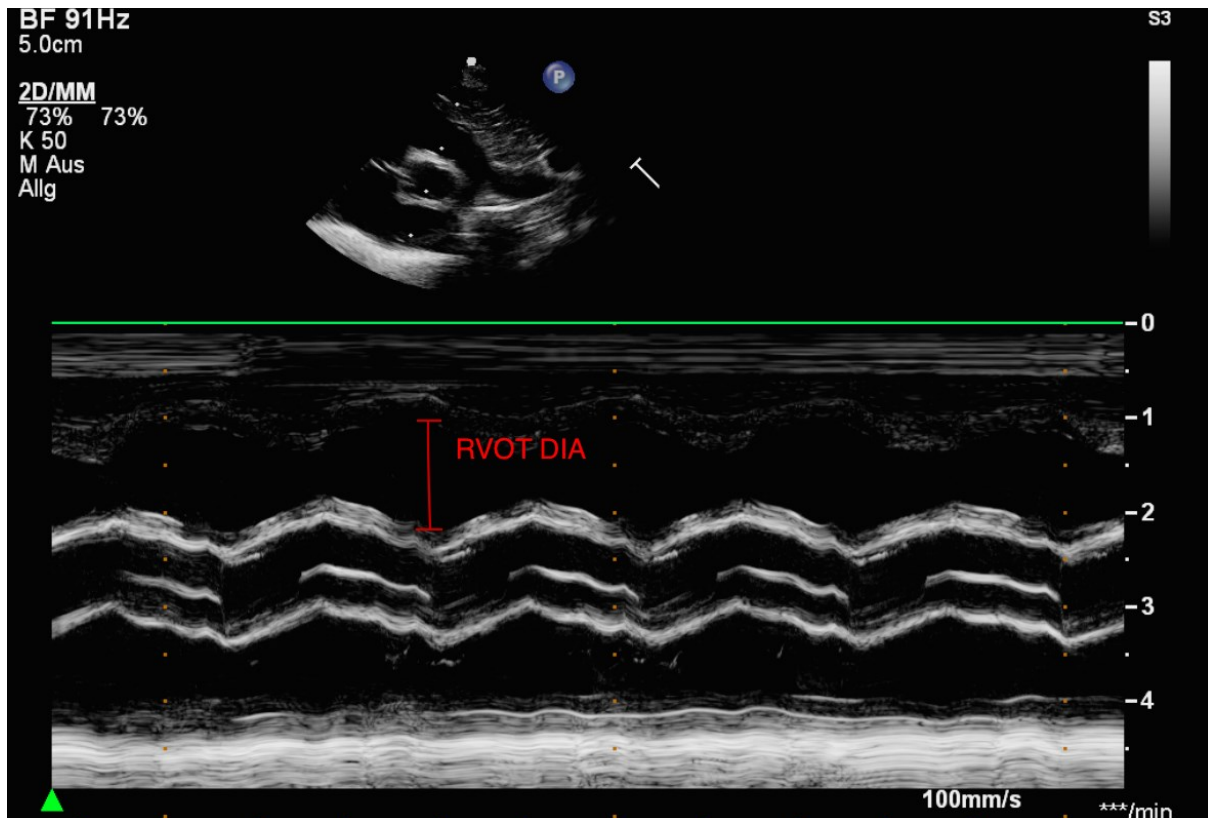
8 RVOT Diameter im M-Mode, parasternal kurze Achse.
